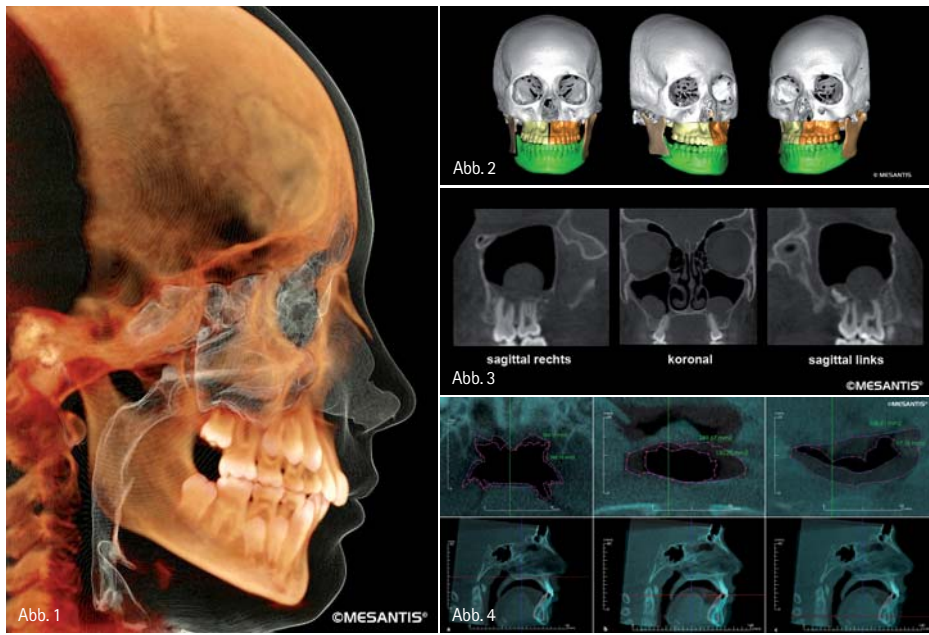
3-D-gereordnete Darstellung von Knochen- und Weichteilstrukturen mithilfe der digitalen Volumentechnologie als Grundlage für die dreidimensionale kephalometrische Analyse im Rahmen einer KFO-Behandlung. – Abb. 2: Bei orthognathen Chirurgie-Patienten erfolgt nach Anfertigung eines DVTs die virtuelle Operationsplanung des Patienten an speziellen Befundungsrechnern mithilfe spezifischer Softwareprogramme. Die spezifischen metrischen Angaben werden vom behandelnden Kieferorthopäden vorgegeben und in der Regel von einem kieferorthopädisch orientierten 3-D-Röntgeninstitut umgesetzt. – Abb. 3: Darstellung zur routinemäßigen Befundung der Nasennebenhöhlen. Bei pathologischen Veränderungen werden sagittale, koronale und axiale Schichten von den Nasennebenhöhlen für den behandelnden HNO-Arzt angefertigt. – Abb. 4: Darstellung der oberen Atemwege mit und ohne Konstruktionsbiss in reproduzierbarer Superimposition mit quantitativer Auswertung zur Behandlungsplanung beim obstruktiven Schlafapnoe-Syndrom.
